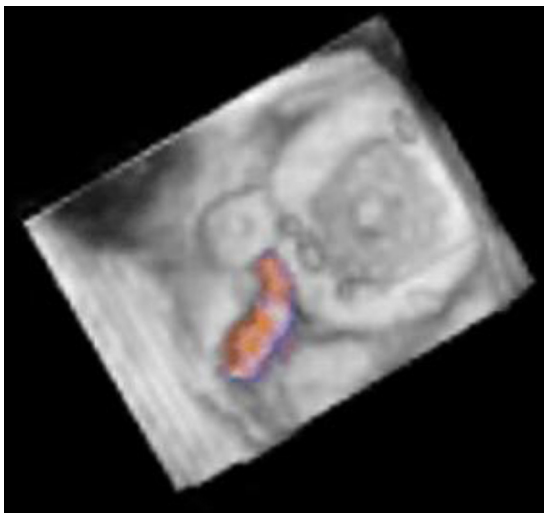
Imagen de ecocardiograma transesofágico tridimensional de la prótesis valvular mecánica en posición mitral en sístole ventricular. Se observa la válvula mecánica cerrada, el Amplatzer® Duct Occluder (St. Jude Medical) previamente colocado y la fuga paravalvular residual demostrada por doppler color.
